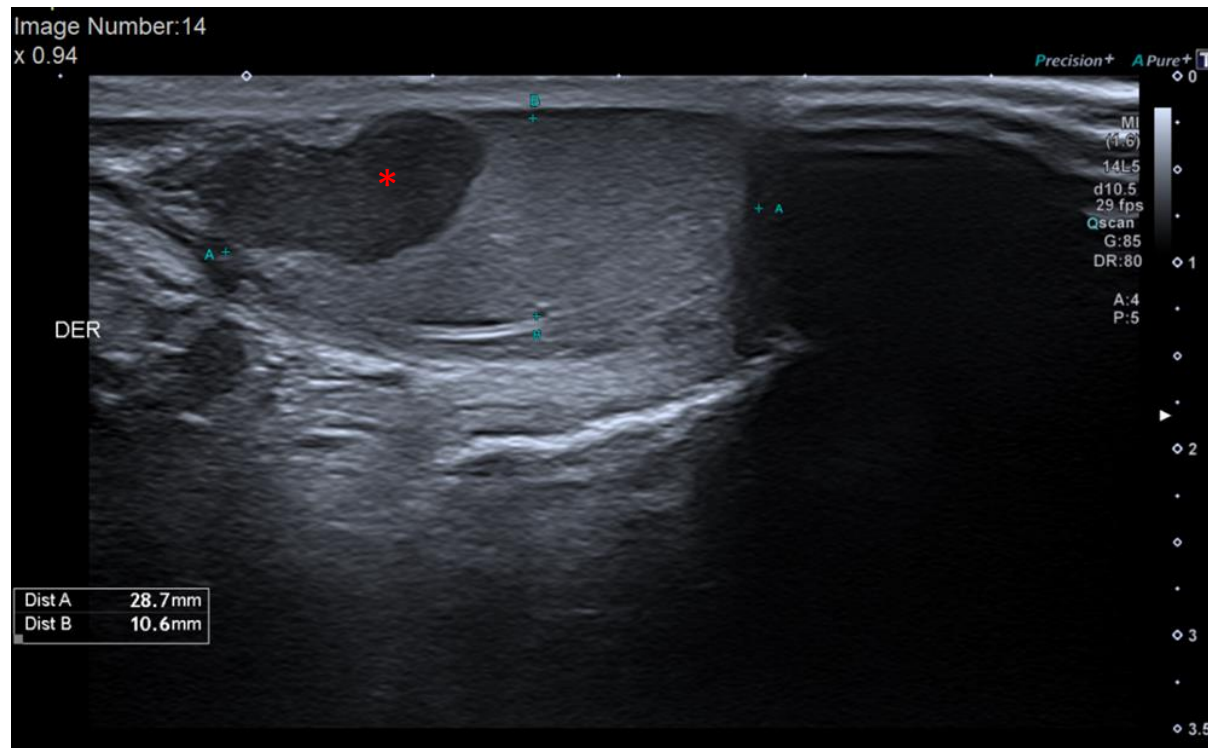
A y B. Imágenes longitudinales en modo B y en modo Doppler del testículo mostrando área de hiperplasia adrenal (*).
